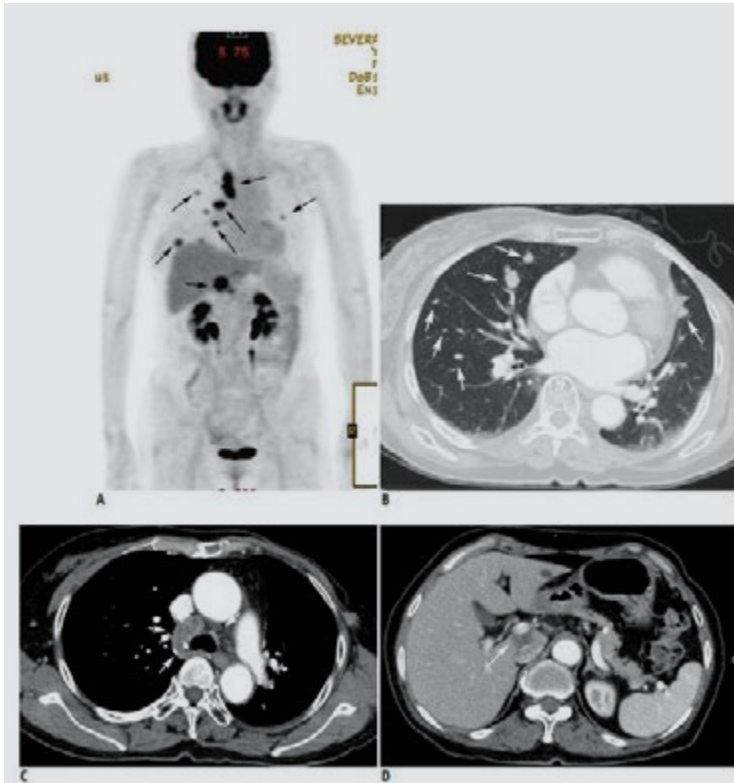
Mujer de 63 años de edad que ha sufrido una mastectomía izquierda debido a carcinoma ductal invasivo. En el seguimiento mamográfico y ecográfico, no se encontraron resultados positivos. El seguimiento con PET TC (a) 38 meses después de la vigilancia reveló múltiples áreas de captación de FDG en ambos pulmones, mediastino e hígado. TC demostró múltiples nódulos metastásicos en ambos pulmones (b), ganglios linfáticos mediastínicos aumentados de tamaño (c) y una masa hepática en el lóbulo caudado con baja atenuación (d).²³
